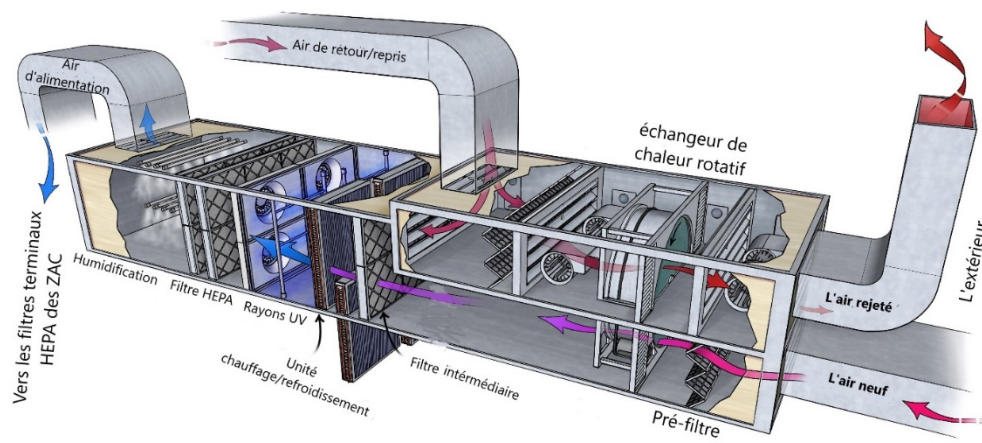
Exemple de la conception et fonctionnement d'une CTA.
